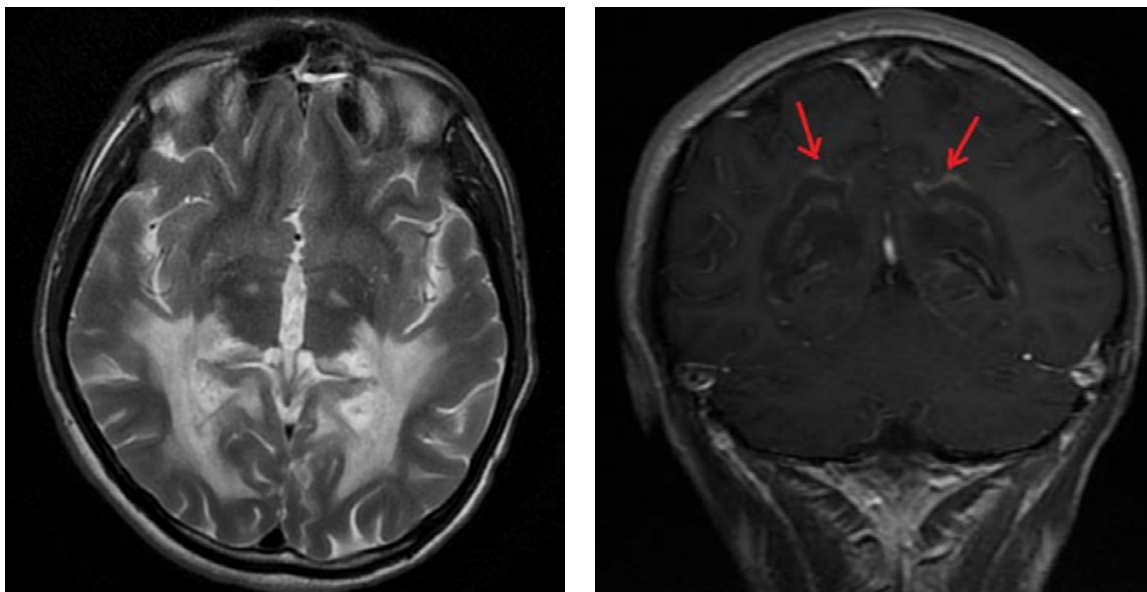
МРТ пациента М (21 год). На T2-взвешенных и T1-взвешенных изображениях после внутривенного введения контрастного вещества визуализируется МР-картина структурных симметричных контраст-накапливающих изменений в веществе головного мозга (как проявление X-ALD)
